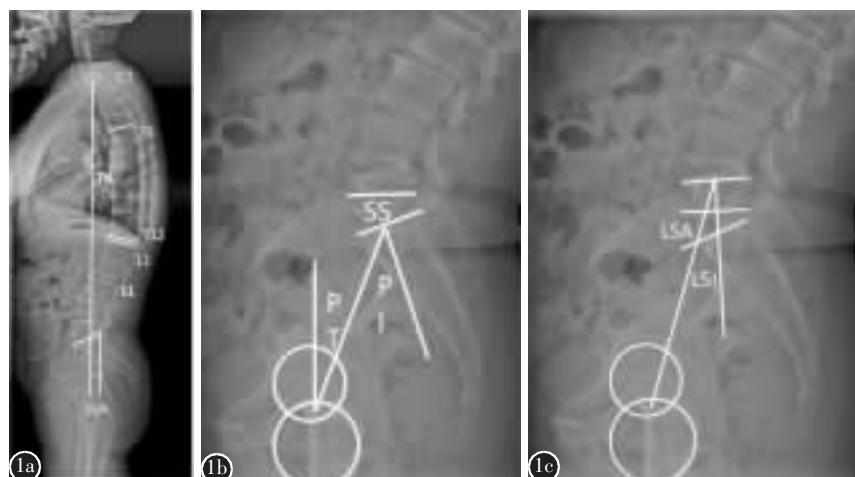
脊柱骨盆参数测量方法 a 脊柱矢状面相关参数 (TK, 胸椎后凸角;LL, 腰椎前凸角;SVA, 矢状面平衡) b 骨盆矢状面相关参数(PI,骨盆入射角;PT,骨盆倾斜角;SS,骶骨倾斜角) c 骨盆矢状面相关参数 (LSA,腰骶角;L5I,L5 入射角)
